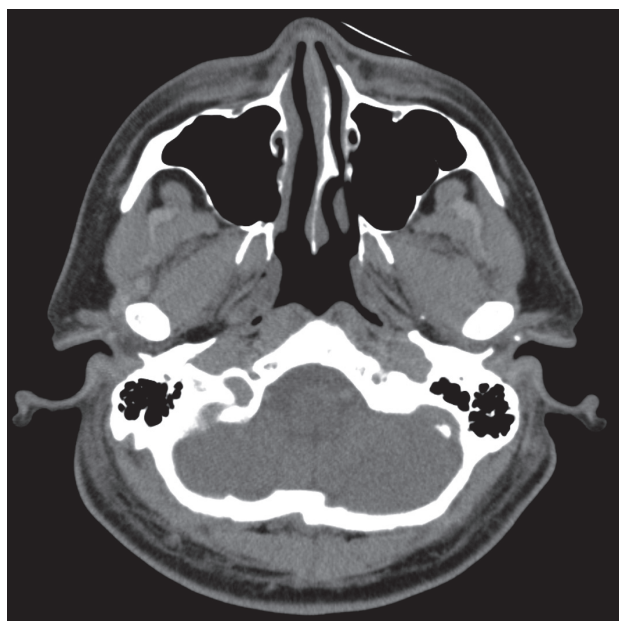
頭部CT 鼻中隔や鼻軟骨に一部軽度肥厚あり
